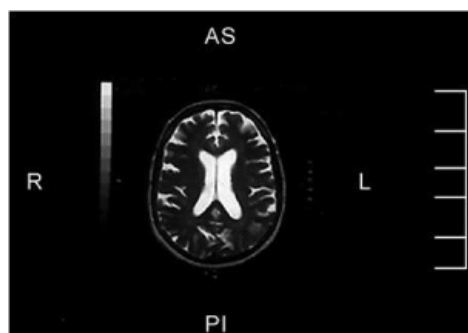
Resonancia Magnética de cerebro en secuencia T2 es normal. No hay infarto.
